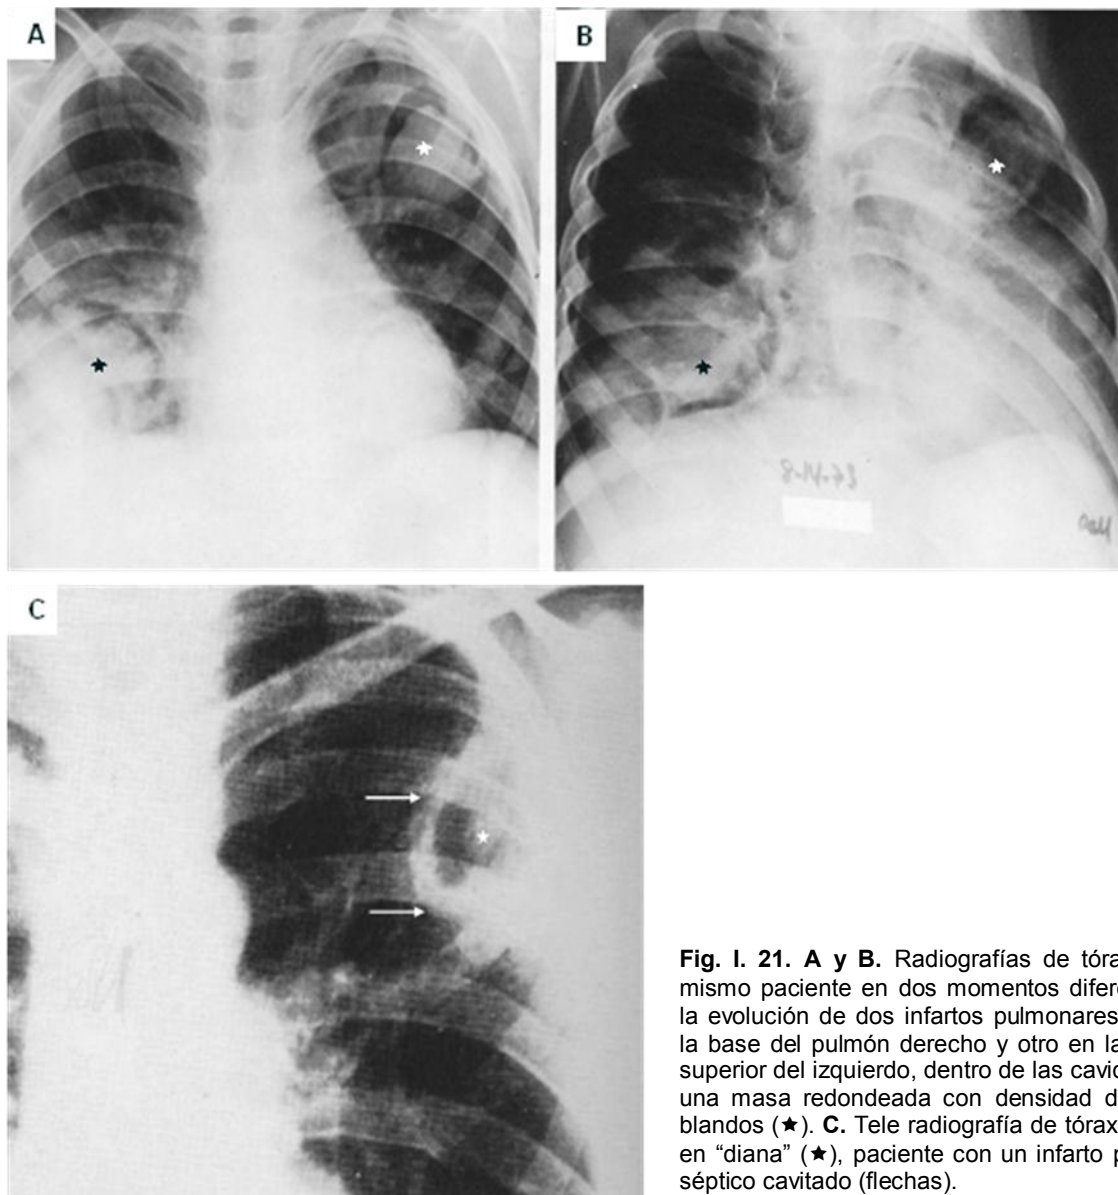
21. A y B. Radiografías de tórax de un mismo paciente en dos momentos diferentes de la evolución de dos infartos pulmonares, uno en la base del pulmón derecho y otro en la porción superior del izquierdo, dentro de las cavidades ha una masa redondeada con densidad de tejidos blandos (★). C. Tele radiografía de tórax. Imagen en "diana" (★), paciente con un infarto pulmonar séptico cavitado (flechas).
